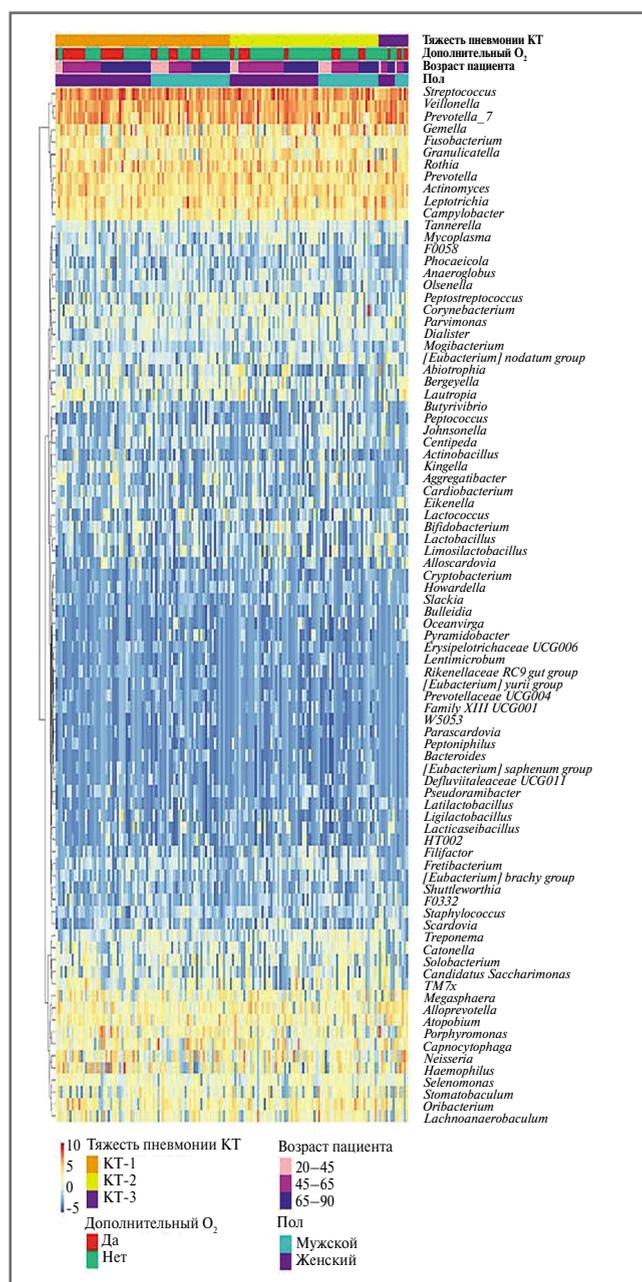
Тепловая карта представленности родов прокариот в образцах ротоглотки 156 пациентов с различной степенью поражения легких (обозначено желтым, оранжевым и фиолетовым цветом в верхней панели; КТ). Цвета тепловой карты отражают значения представленности соответствующих бактериальных родов после преобразования CLR (centered log ratio transform).
